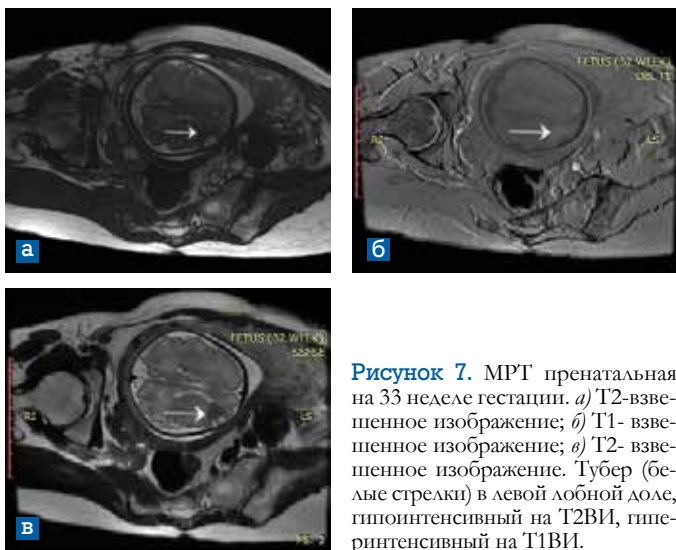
МРТ пренатальная на 33 неделе гестации. *а)* T2-взвешенное изображение; *б)* T1- взвешенное изображение; *в)* T2- взвешенное изображение. Тубер (белые стрелки) в левой лобной доле, гипоинтенсивный на T2ВИ, гиперинтенсивный на T1ВИ.
